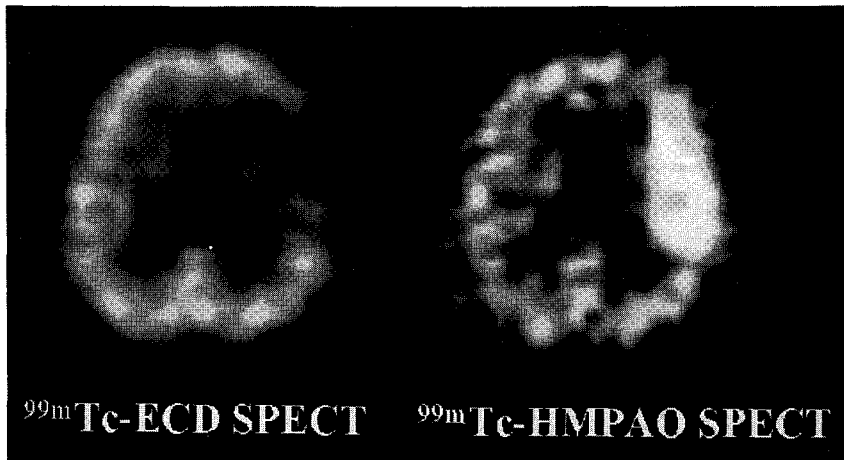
^{99m}Tc -HMPAO/ ^{99m}Tc -ECD consecutive SPECT at 23rd day. ^{99m}Tc -ECD SPECT was taken first and the 1st SPECT was subtracted from the 2nd SPECT to make ^{99m}Tc -HMPAO SPECT. Perfusion defect was noted at left MCA territory with ^{99m}Tc -ECD which was different from perfusion increase with ^{99m}Tc -HMPAO.
